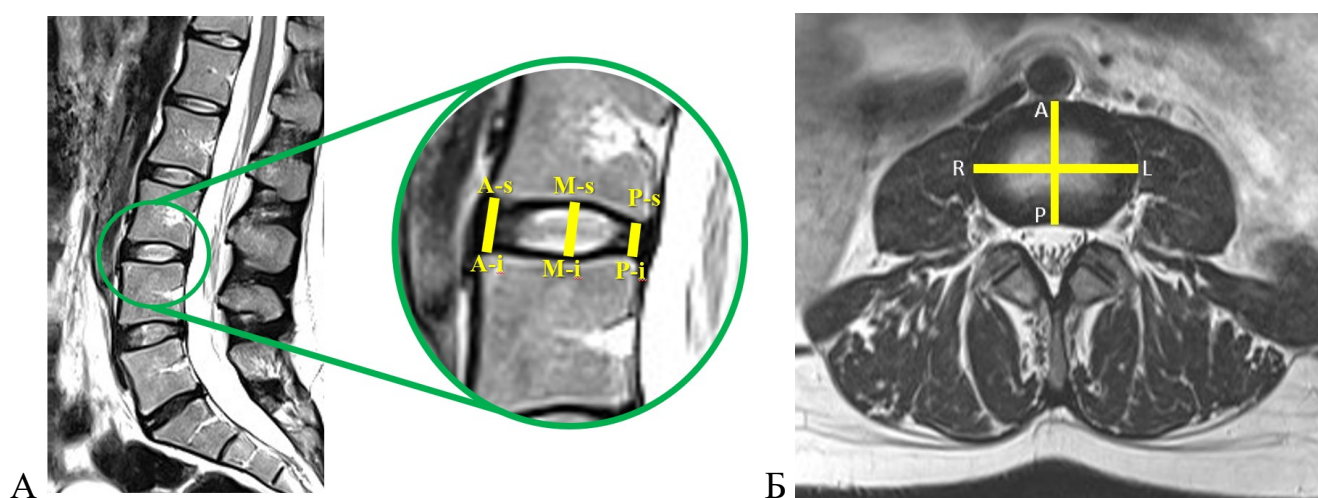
МР-томограми поперекового відділу хребта. А – у сагітальній площині на серединному зрізі. Б – у аксіальній площині на рівні середини МХД.
